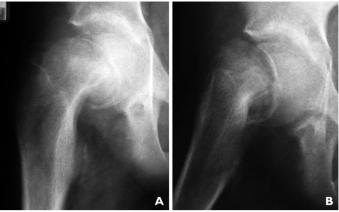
Radiografias pré-operatórias do quadril direito em posição de frente (A) e perfil (B).
